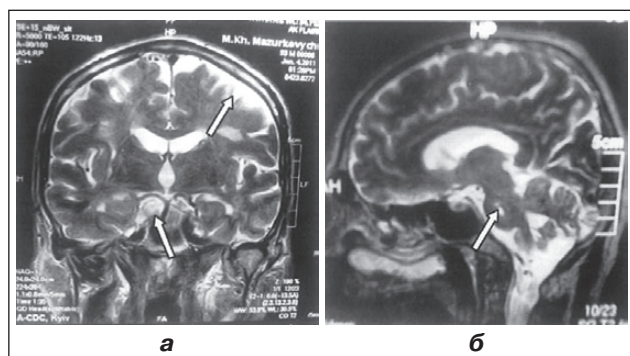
Magnetic resonance imaging of the brain of patient M., 53 years old, T2-weighted image, performed 18 hours after the onset of the disease. Findings: in the right upper part of the pons, a weakly intense center of infarction (arrow) and in the subcortical parts of the frontal lobes — an area of ischemia, measuring $18 \times 7 \times 8$ mm (arrow)
